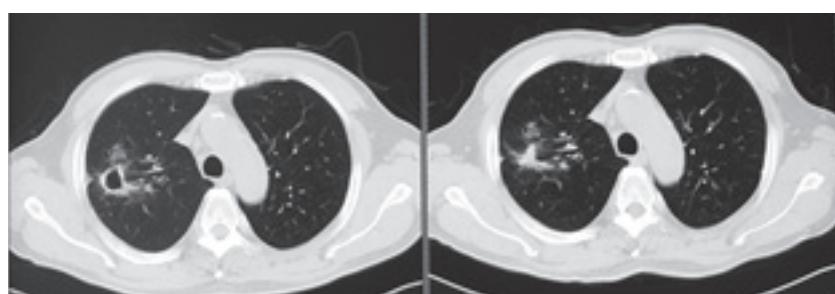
Chest radiography of *M.terrae* case.
